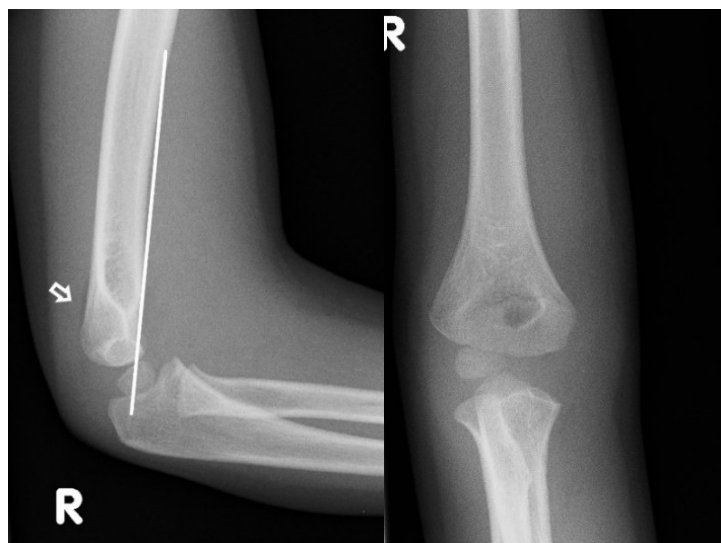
Fall 186: konventionelles Röntgenbild des rechten Ellenbogens in zwei Ebenen, Diagnose: Frakturtyp I
